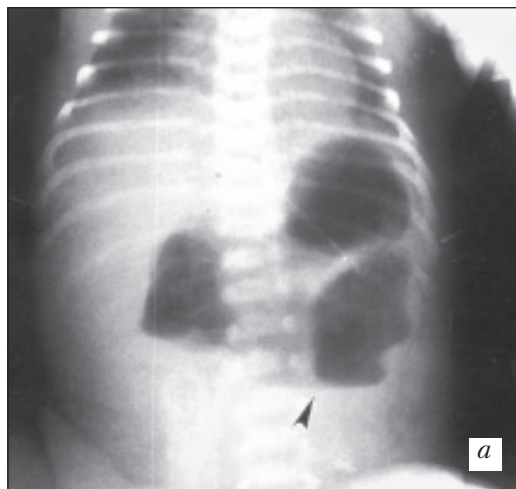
Рентгенограмма брюшной полости новорожденного ребенка. Атрезия двенадцатиперстной кишки (а, б)
